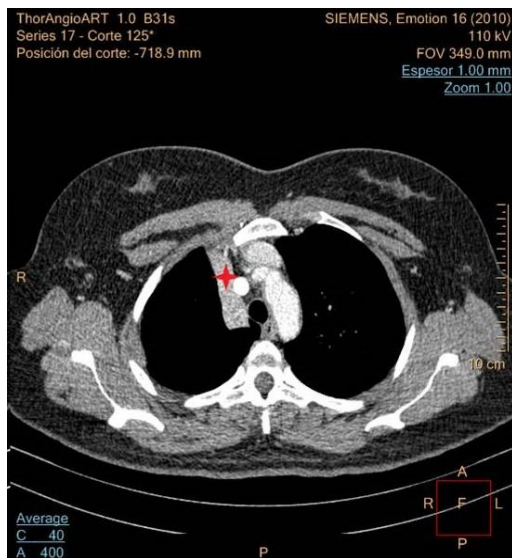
Tomografía axial computarizada de tórax, contrastada, en fase arterial (corte axial). Atelectasia del segmento anterior del lóbulo superior derecho (estrella roja). Fuente: Tomado del archivo del Hospital Militar Central: “Carlos Juan Finlay”.
